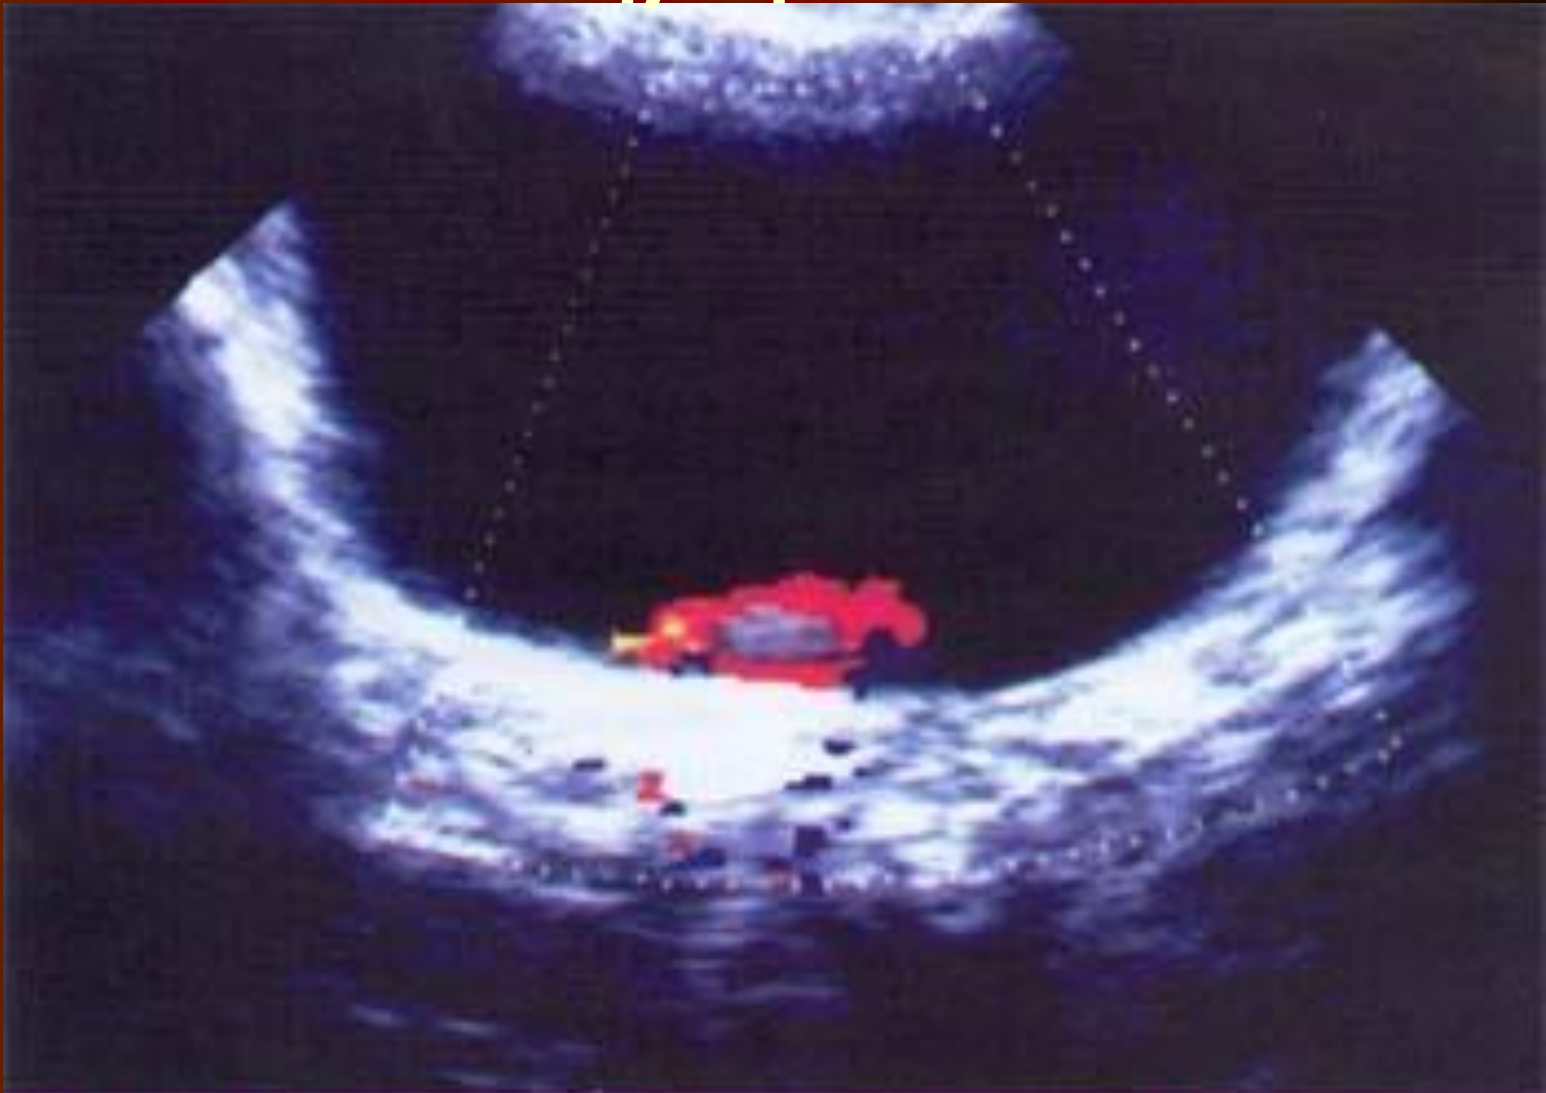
УЗИ мочевого пузыря с помощью цветного доплеровского картирования. Снижение силы выброса за счет обструкции конкрементом.
